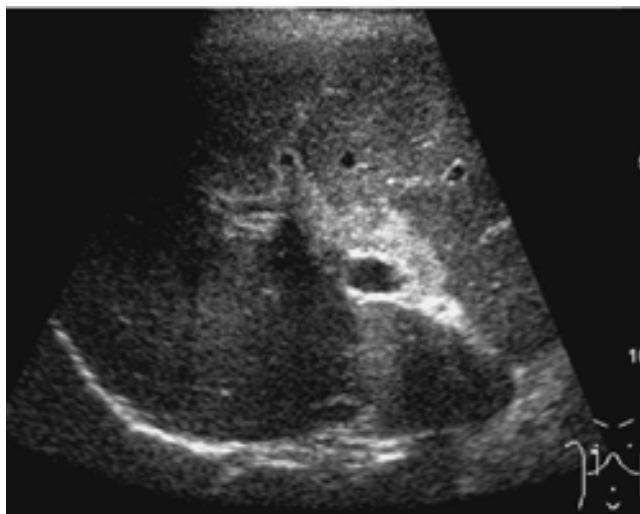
Ultrasonido. Proyección sagital del lóbulo derecho. Se identifica disminución generalizada de la ecogenicidad de la glándula hepática, así como incremento del "brillo" de las paredes de los vasos portales.
